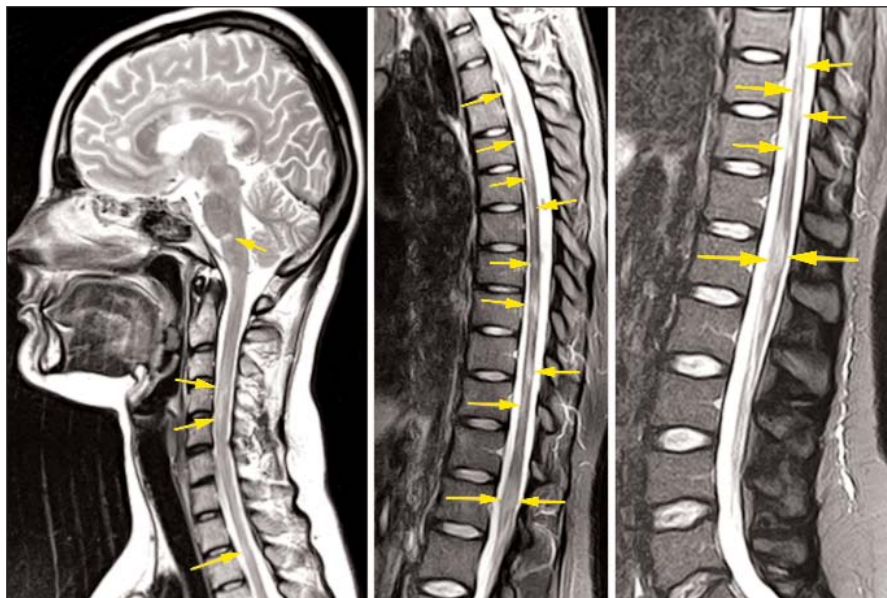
Пациентка М., 26 лет. МРТ спинного мозга от 20.09.2021 в сагиттальной плоскости в режиме T2. Интрамедуллярно во всех отделах спинного мозга, включая конус и эпиконус, определяются множественные разнокалиберные очаги демиелинизации (стрелки). Обращает на себя внимание наличие очагов и в стволе головного мозга
